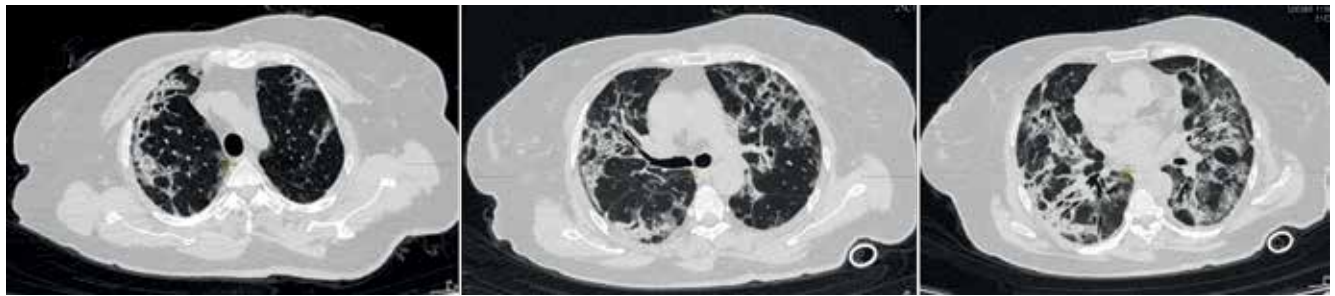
Пациентка Т., КТ ОГК от 14.11.2022 г.: слой 1,5 мм, ЭЭД 2,4 мЗв. Описание в тексте
